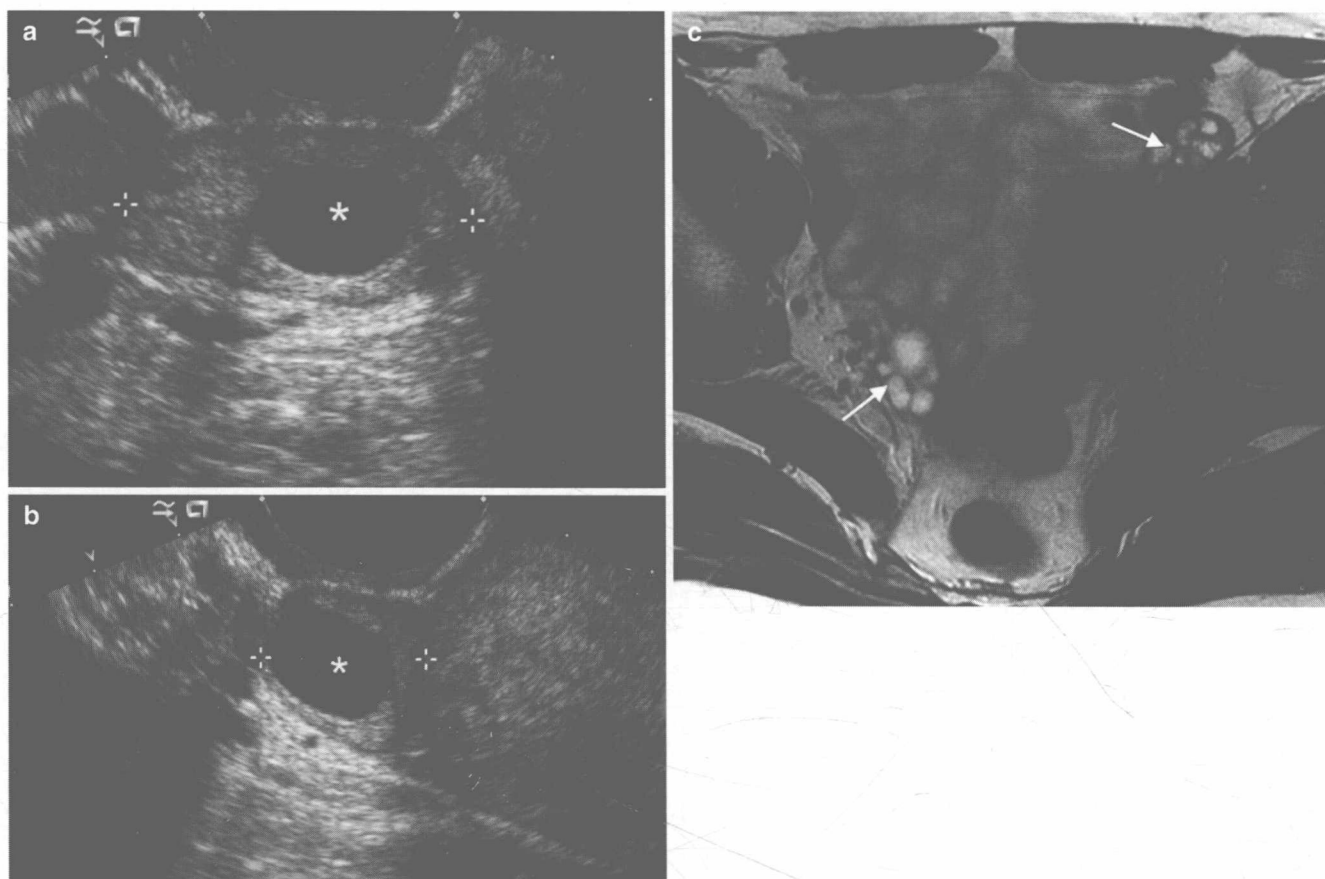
正常卵巢。卵巢的大小、形态和卵泡大小依据患者的年龄和绝经状态而不同。不成熟的卵泡通常小于 1cm,但是正常卵巢可以有 3cm 大小的卵泡。随着高分辨率影像技术的出现,在绝经后女性的卵巢中经常可以看到。正常的输卵管不是常规可见的,因为其管径很细而且走行扭曲。卵巢的典型超声表现为肌层是等回声,正常卵泡是低回声。上面图像来自一位 40 岁患者,纵向扫描(a)和横向扫描(b)二维超声图显示正常的右侧卵巢,内含一个生理性卵泡(星号)。在 T1WI 的 MR 图像上,卵巢显示均匀,表现为低到中强度信号,而在 T2WI 的 MR 图像上,卵泡比周围间质有增强的高密度影。这个 T2WI MR 图像 (c) 显示一个 34 岁绝经前女性的正常卵巢(箭)。绝经后女性的卵巢的典型表现是实性为主的结构伴间质组织增强,同时可以看到小的 T2 高密度影的卵泡,偶尔也可以发现达几厘米大小的无功能的卵泡。
